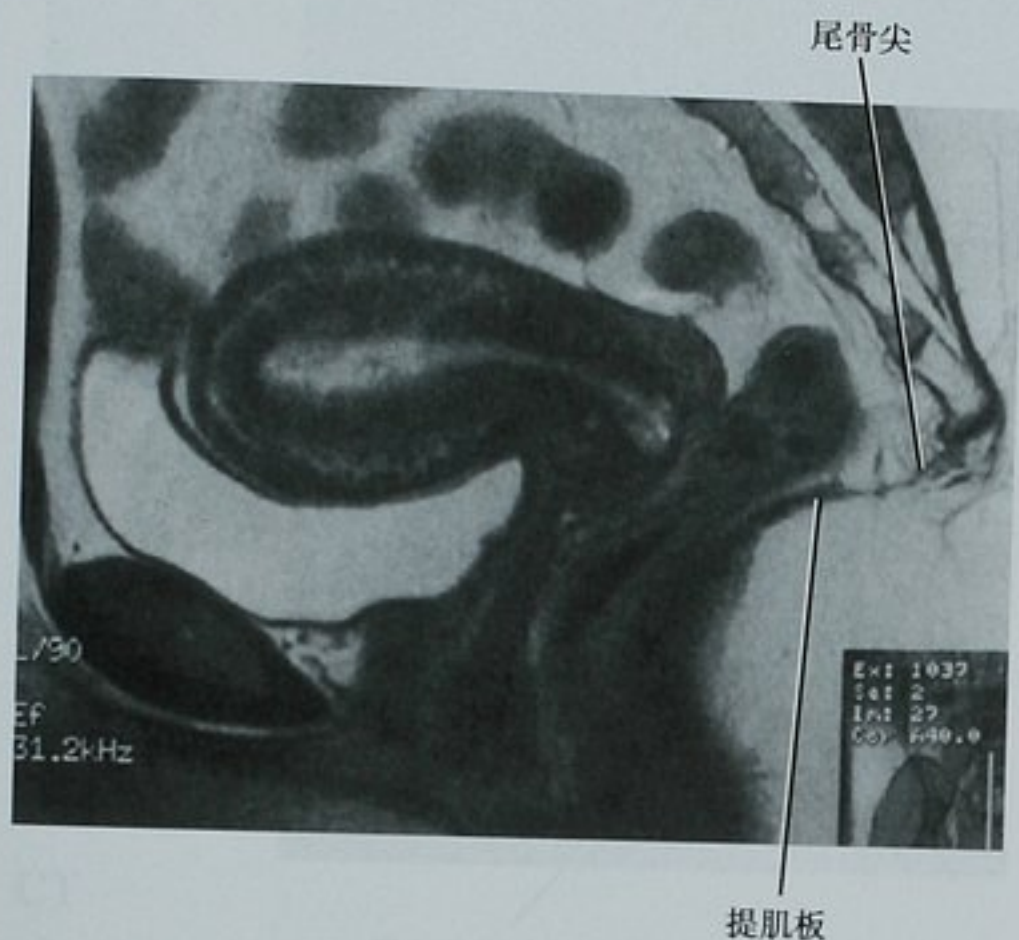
正中矢状面 MRI T2 加权图像显示提肌板,它是提肛复合结构延伸来的筋膜在后方的融合,附着在尾骨上,是动态 MR 评估盆底松弛的关键性解剖标志
